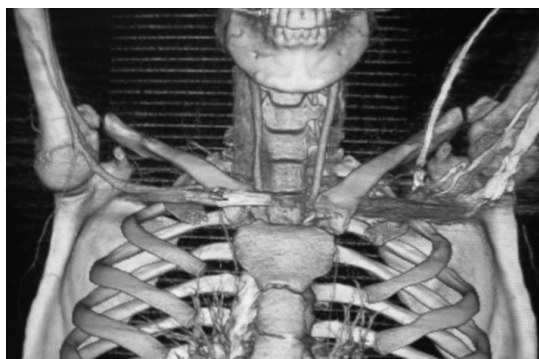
Imagen de corte coronal de reconstrucción de tomografía computarizada multicorte de la pared torácica en la cual se aprecia el proyectil en la región clavicular. Este estudio no arrojó diagnóstico de la lesión de disección carotídea
